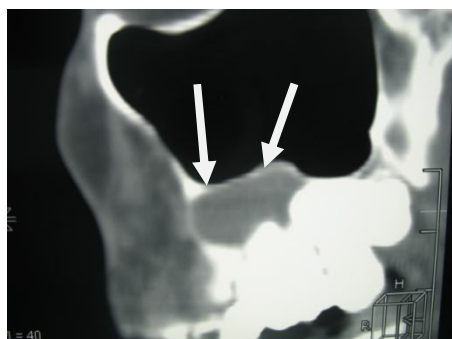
Реформат костей лицевого черепа МСКТ в саггитальной проекции до электроцистэктомии
